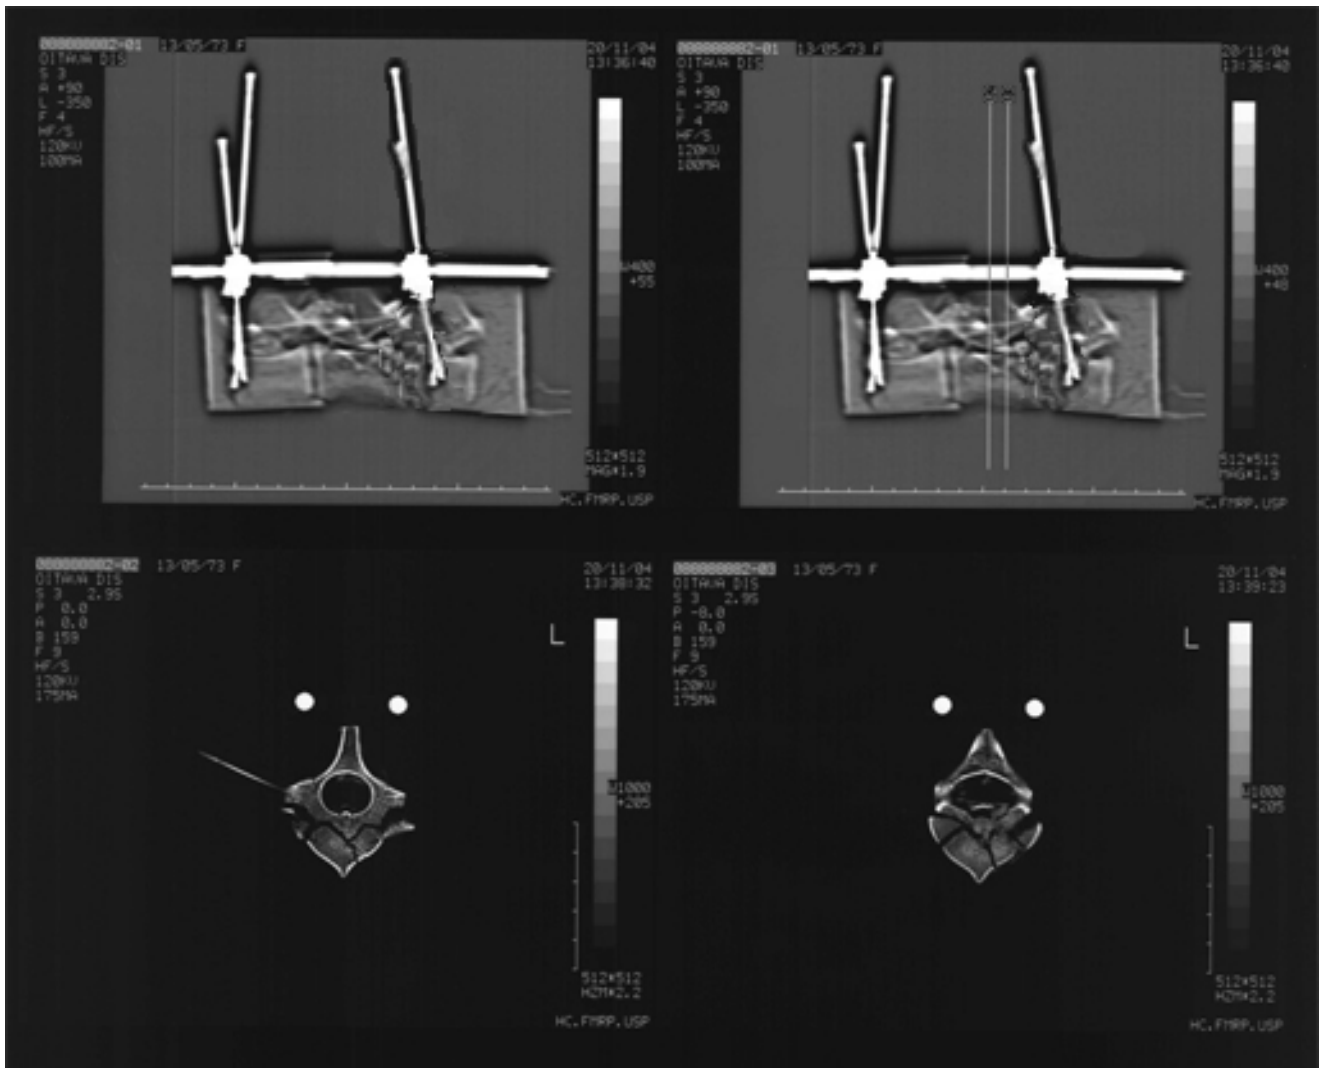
Tomografia mostra um modelo submetido a manobras de distração e depois lordose, com redução dos fragmentos ósseos.
